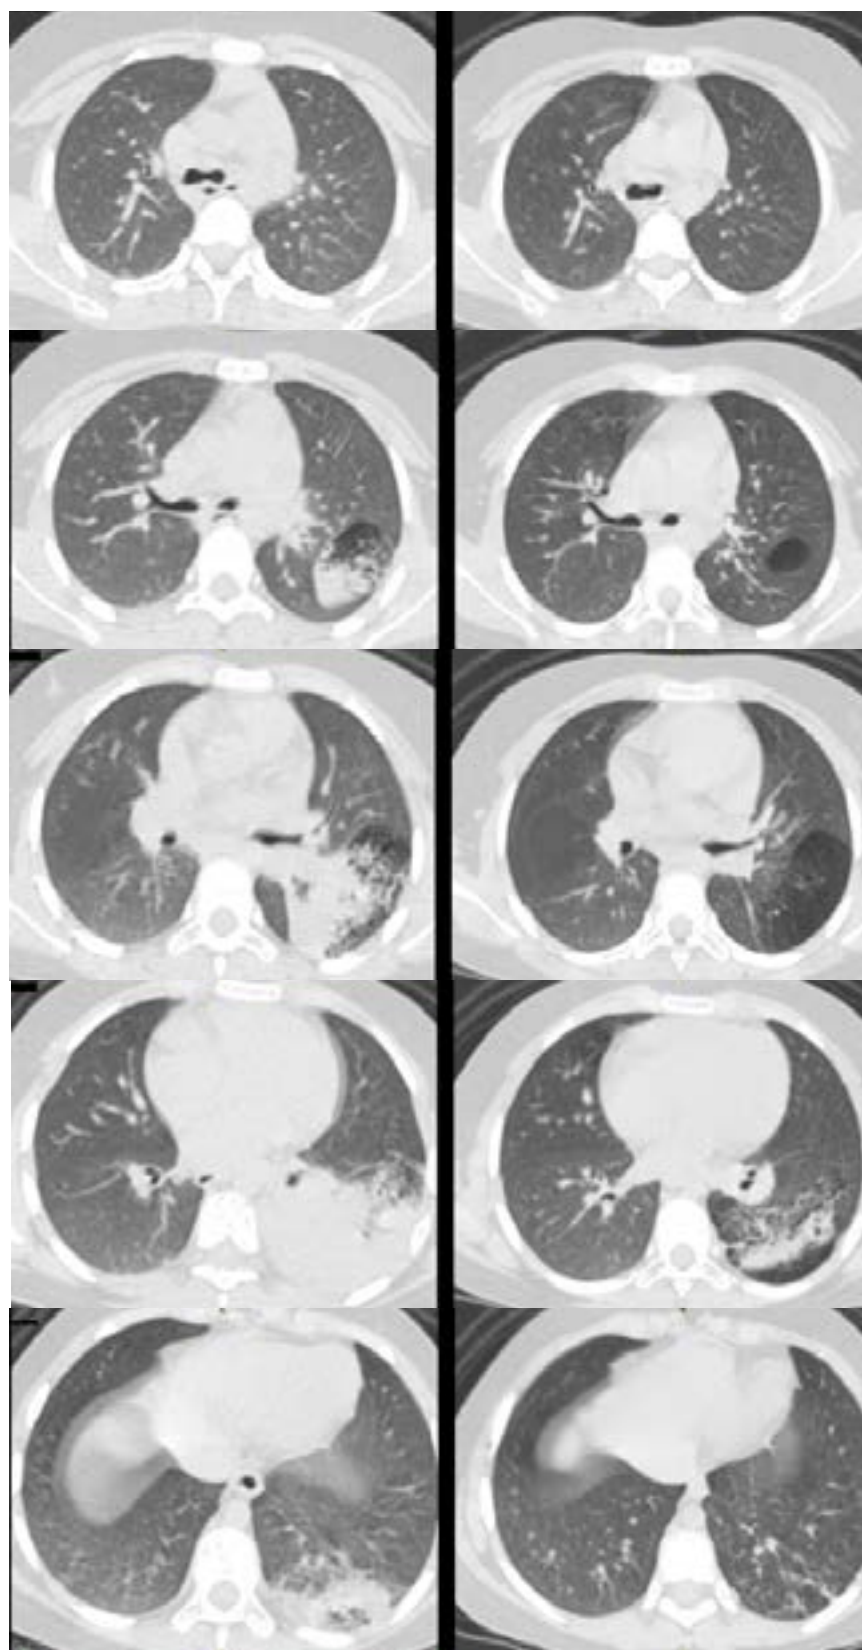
Tomografía de tórax, la primera columna muestra las imágenes que corresponden al ingreso previo al diagnóstico, la segunda columna muestra las imágenes a las 8 semanas luego del tratamiento con metronidazol.
